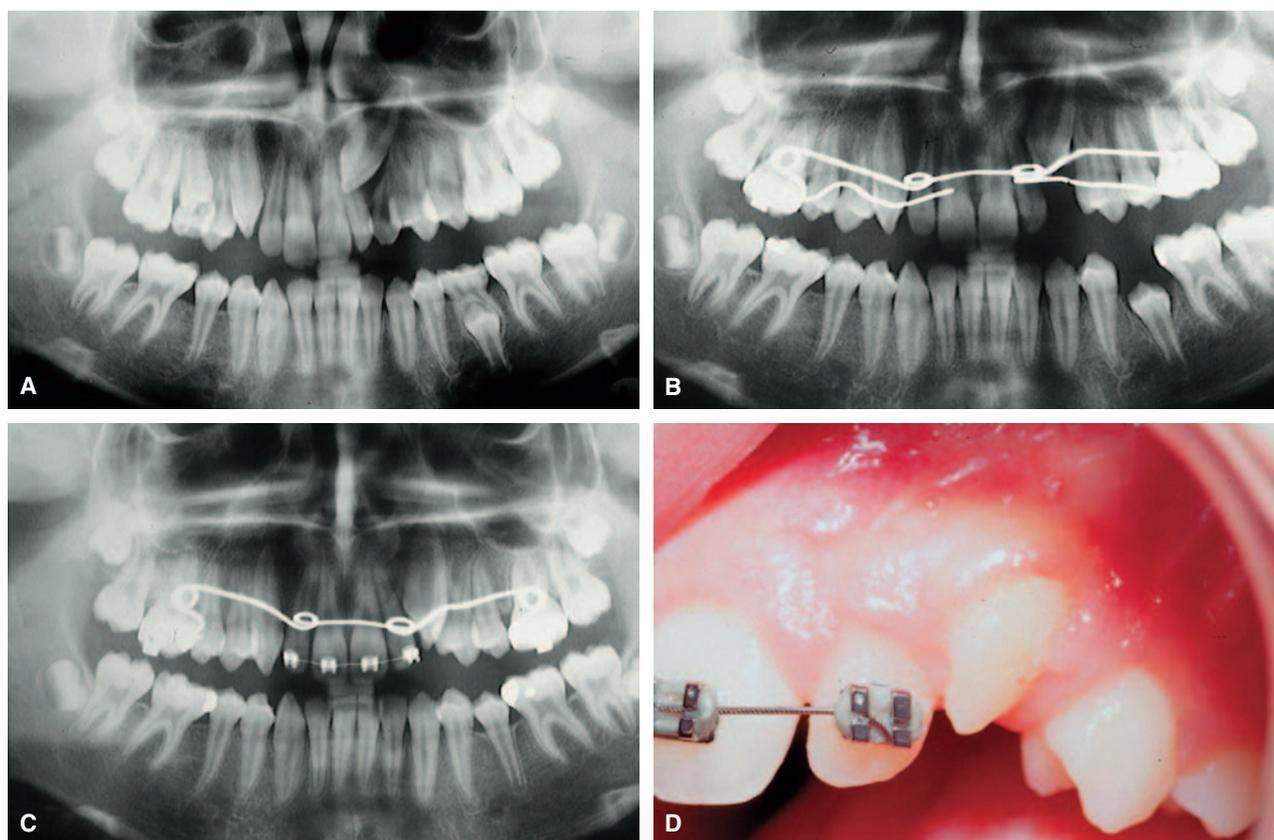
A: Radiografía panorámica de otro caso, en el que sí se evidencia impactación del 23 por falta de espacio en la arcada. B: Se colocó un QH para expandir y ganar en profundidad y longitud de arcada. C, D: Al ganar espacio en la arcada, el canino suele erupcionar espontáneamente.
